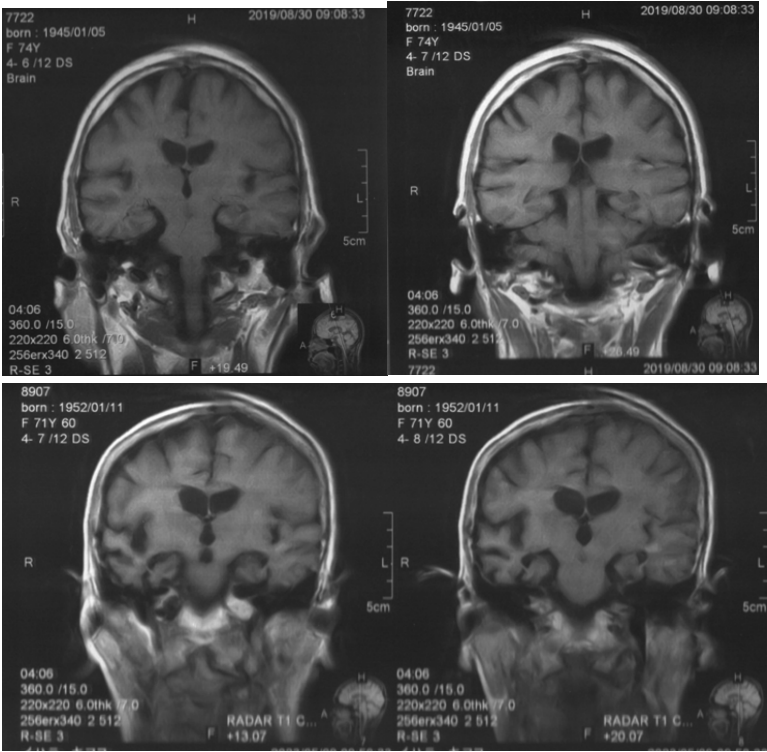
下段はアルツハイマー病の MRI による頭部の画像(前額断)。側頭葉と海馬に著明な萎縮を認める。上段は対照。
